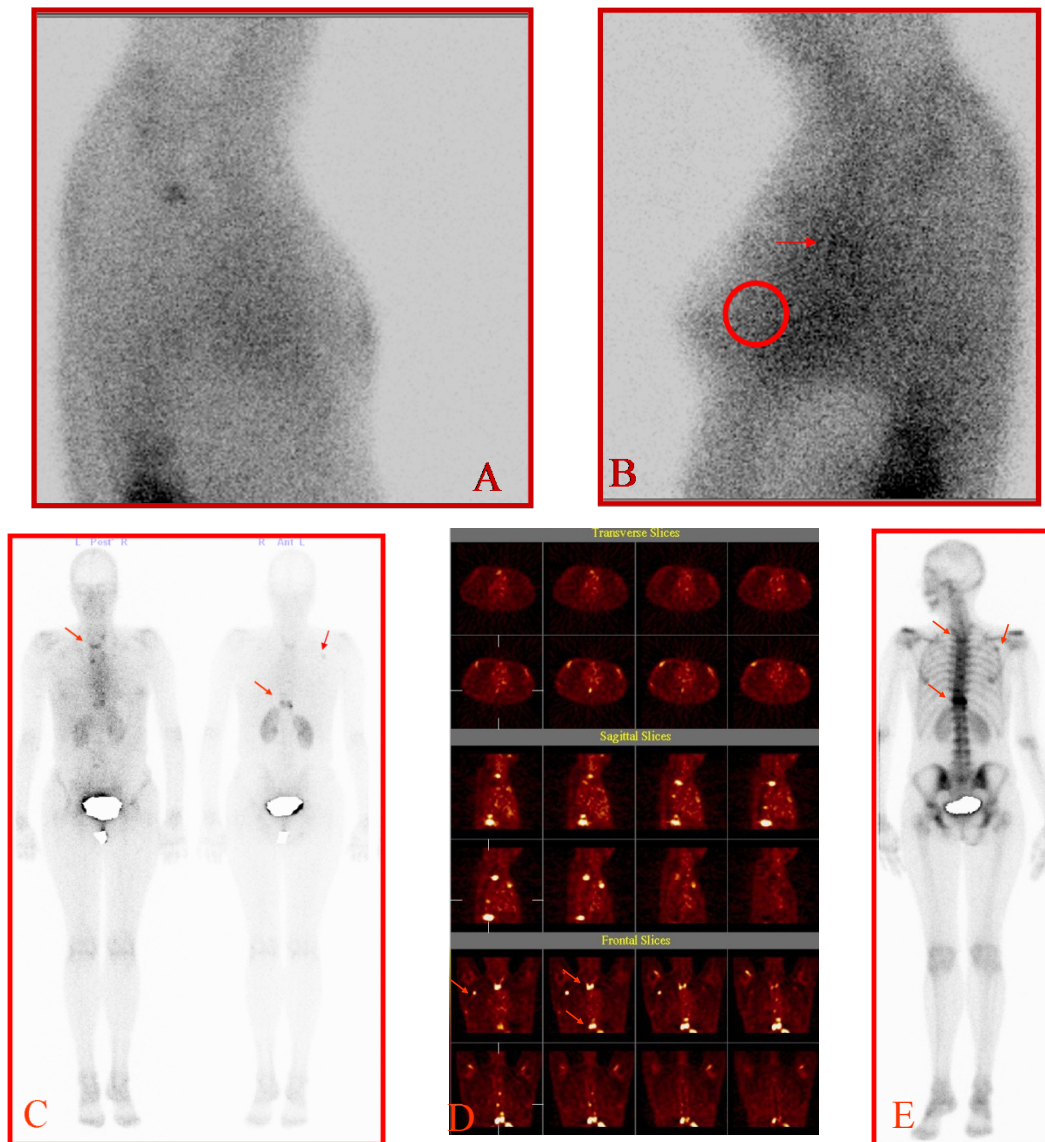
Paciente de 40 años, sexo femenino, portadora de cáncer de mama izquierdo avanzado con metástasis óseas. Imagen centellográfica con ^{99m}Tc -Glucurato en proyección de mama péndula derecha (A) e izquierda (B). En B se aprecia el aumento de la captación en la mama izquierda (circulo) y en proyección de axila izquierda (flecha). Imagen de cuerpo entero en proyección AP y PA con ^{99m}Tc Glucurato (C). En D se observa SPECT de tórax con ^{99m}Tc Glucurato y en E el centellograma óseo en proyección PA de la paciente. Las flechas indican sitios de metástasis vistas con el ^{99m}Tc -Glucurato y con el ^{99m}Tc MDP.
